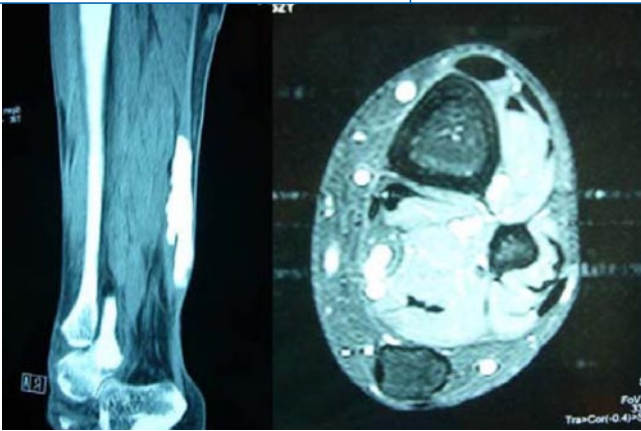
▲ Diagnostik der Achillessehnenossifikation: CT und MRT geben das Ausmaß der Ossifikation wieder, dabei ist der volle Durchmesser der Sehne betroffen
